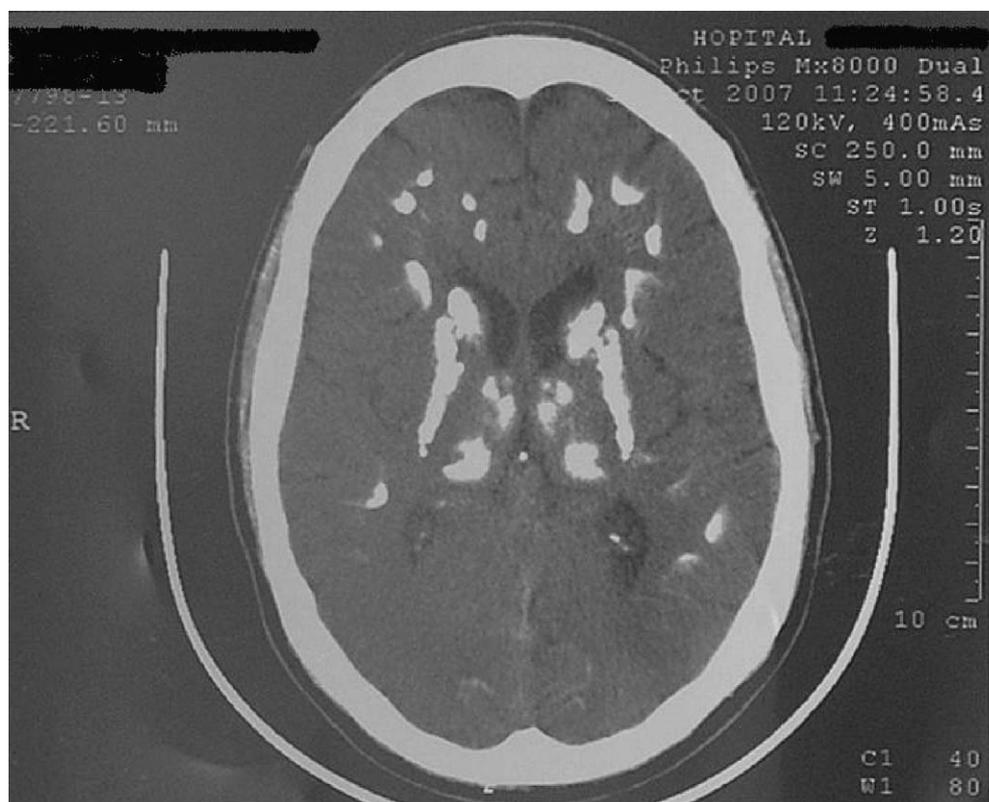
TDM cérébrale du patient, montrant des calcifications au niveau des noyaux gris centraux.
